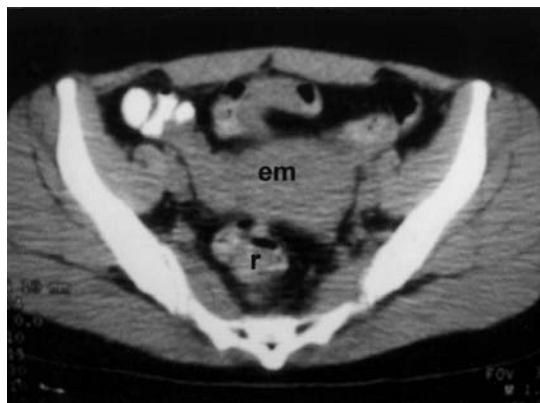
TAC pelviano: masa tumoral sólida homogénea (em) con infiltración de planos vecinos y compromiso del recto (r).
